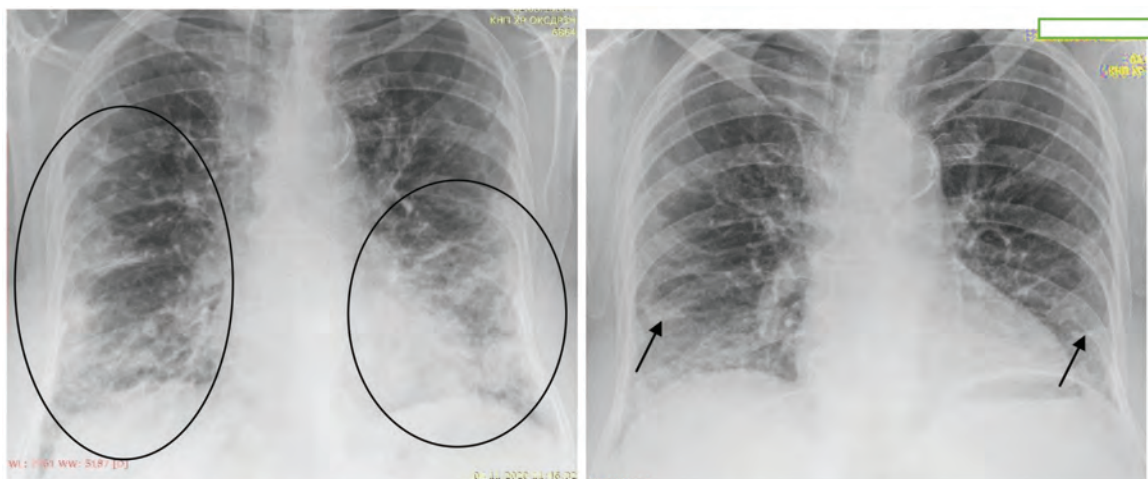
Оглядові цифрові рентгенограми хворого З., 67 років.
